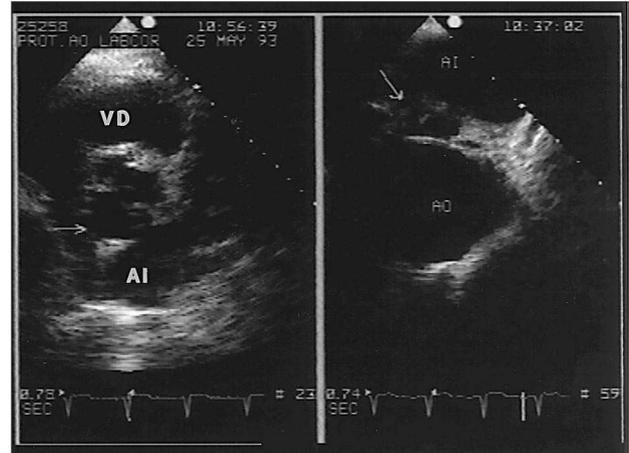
Ecocardiograma transtorácico (izqda.) y transesofágico (dcha.) en el que se observa imagen de absceso paraaórtico (flecha) de 7 × 3 mm.
